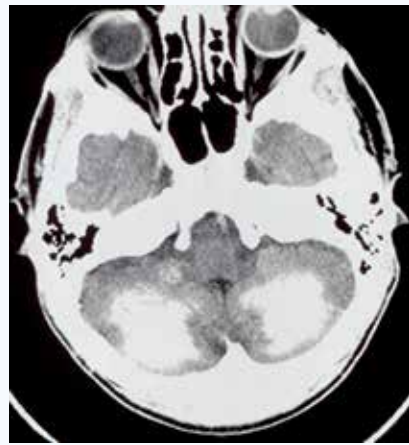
Axial CT scan showing bilateral cerebellar hemisphere calcifications
